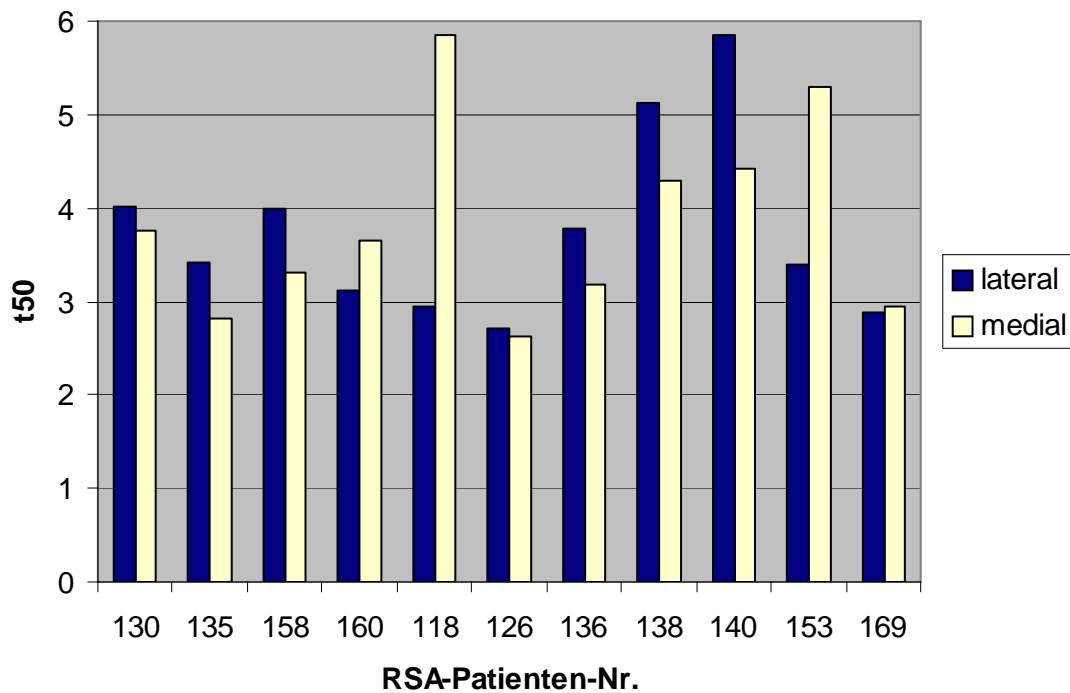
Messwerte der MRT-Densitometrie
